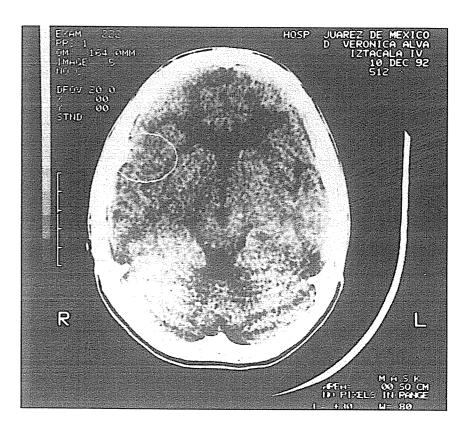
Tomografía computarizada de cráneo en una niña con dificultades en el aprendizaje. Se observa que el espacio correspondiente a la cisura de Silvio del hemisferio izquierdo (L) está aumentado de volumen si se compara con el espacio del lado derecho (R). Este tipo de alteración ha sido observada en varios niños con trastornos del aprendizaje (cortesía del Dr. Antonio Fernández-Bouzas).
